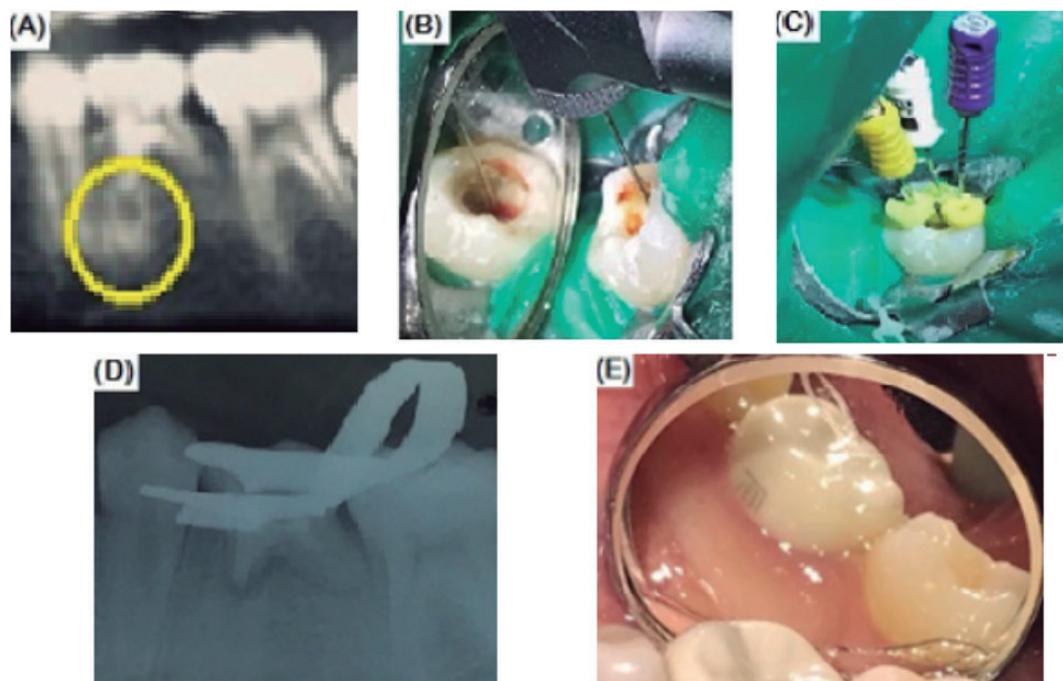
1A radiografía inicial; 1B preparación tercio cervical de los conductos radiculares; 1C conductometría; 1D obturación con MTA; 1E colocación de la Corona de zirconio NuSmile
